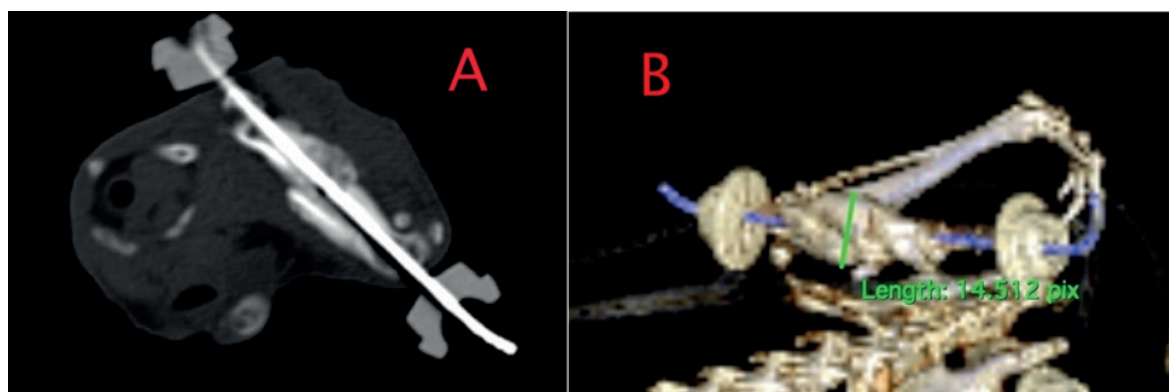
А - КТ-скан бедренной кости с интрамедуллярно установленной спицей Киршнера животного из группы АБ-1. На снимке определяется сформированная костная мозоль. В - 3D реконструкция КТ-сканов бедренной кости, с интрамедуллярно установленной спицей Киршнера животного из группы «К». На реконструкции определяется увеличенный периферомный инфильтрат.
